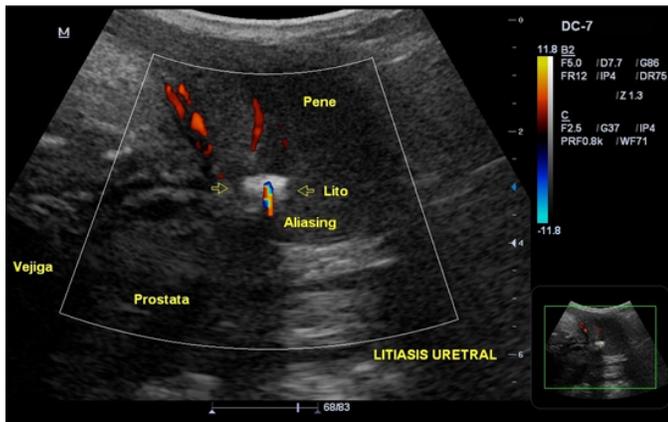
Corte longitudinal transperineal con transductor convexo, con litio intraluminal uretral con aliasing posterior (doppler color) en uretra bulbar, por debajo del ápex prostático.
